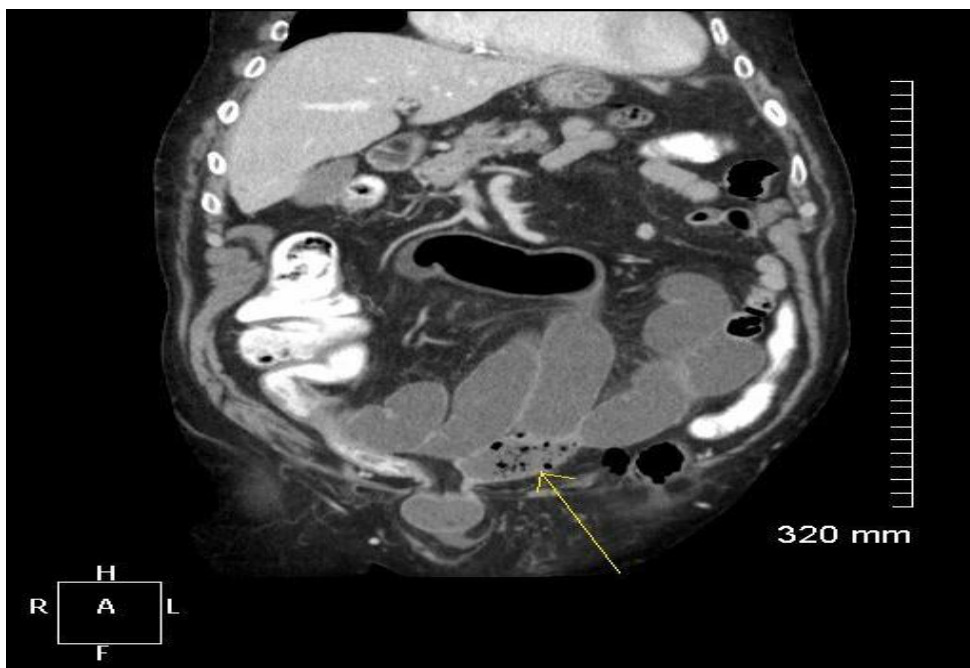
TDM abdominale coupe coronale : le signe de Feces[139]
